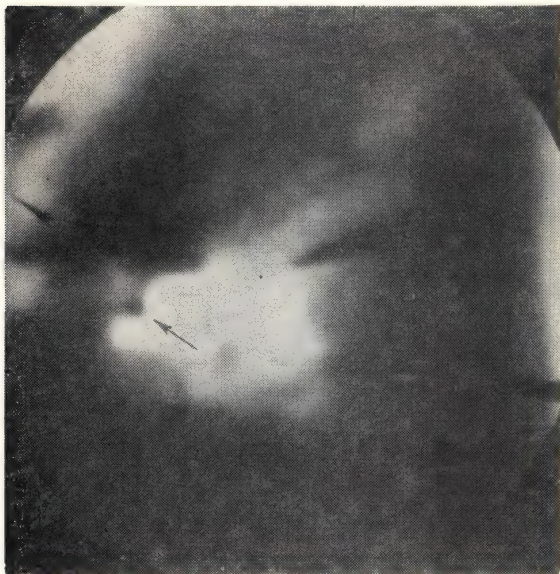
Язва желудка (рентгенограмма).
